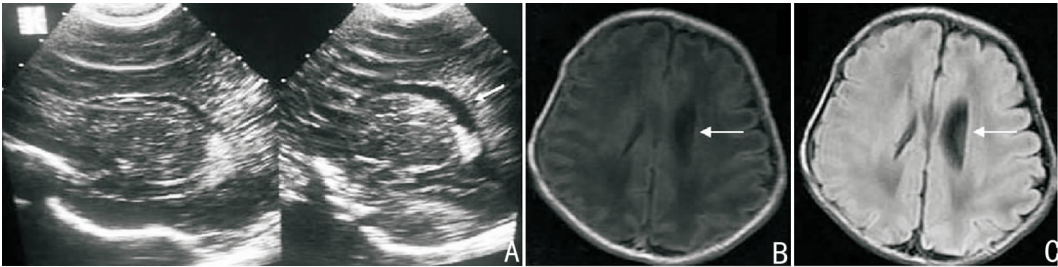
脑室增大 A: 头颅 B 超显示左侧脑室体部及后角增大,脑室周围回声正常。B、C: MRI T1 和 T2-FLAIR 序列显示左侧脑室偏大(箭头所示),脑室周围白质区域无异常信号。
